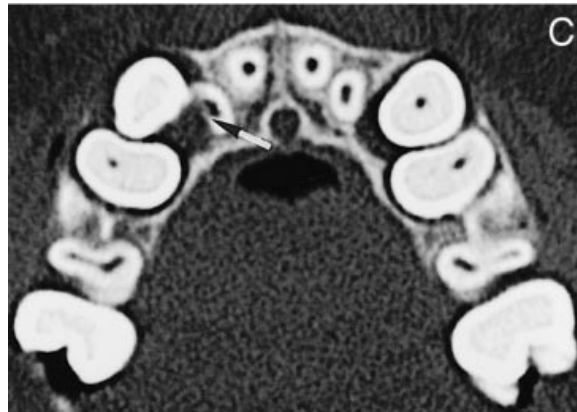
tomografía axial computarizada que muestra una leve reabsorción radicular del incisivo lateral derecho debido a un canino ectópico. (Imagen tomada de Ericson y Kuroi, 2000).
